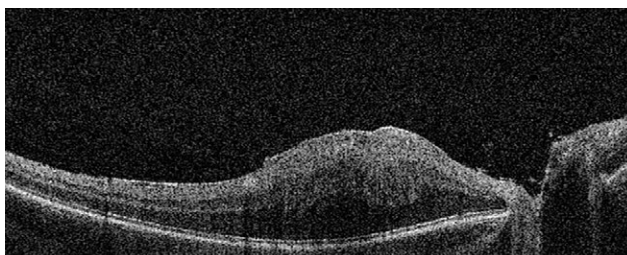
Оптическая когерентная томограмма сетчатки ребёнка 10 лет с комбинированной гамартомой сетчатки и ретинального пигментного эпителия: деформация витреоретинального профиля макулярной зоны, эпиретинальная мембрана, складчатость на уровне наружного плексиформного слоя (мини-пики). Максимально скорректированная острота зрения 0,15.
